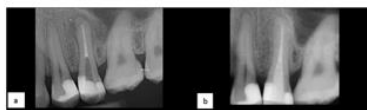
(a) 2.5, radiografie retroalveolară după realizarea obturației de canal, înainte de cimentarea pivotului din fibră de sticlă; (b) 2.5, radiografie retroalveolară după cimentarea pivotului din fibră de sticlă.
